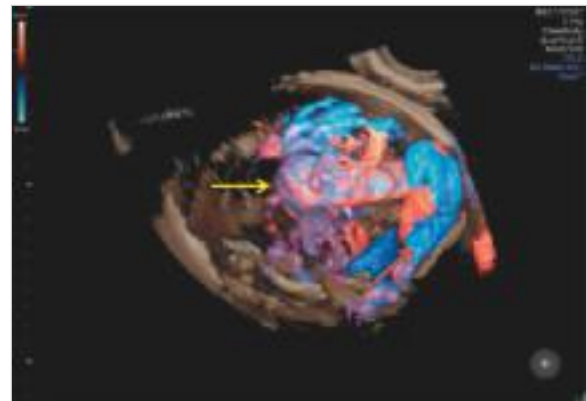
3D-Dopplersonografische Darstellung einer Vena-Galeni-Malformation. Die aneurysmatische Aussackung an sich ist mit einem gelben Pfeil, die erweiterten Venen sind mit einem roten Pfeil markiert.
